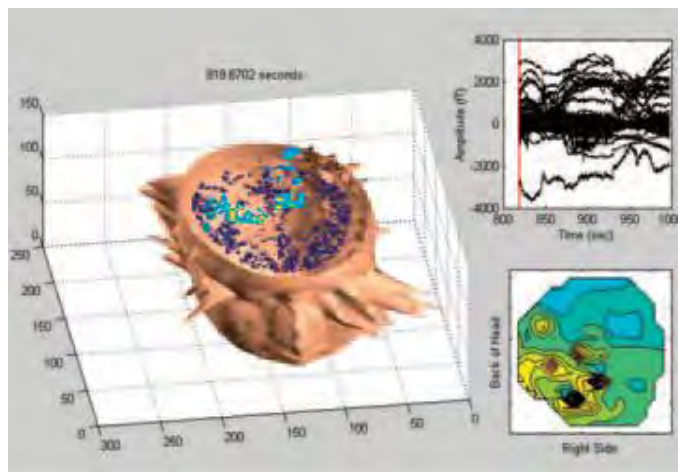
Arriba (control normal) y abajo (migraña con aura) muestran imagen inversa por localización magnética bidimensional durante la estimulación visual en blanco y negro a 8 mHz con malla con proyección a iamegn por resonancia magnética funcional.
